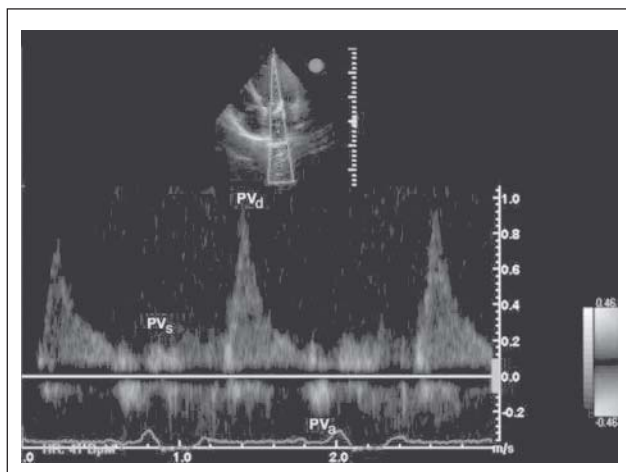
Apikaler Vierkammerblick – PW-Dopplerstudie: Lungenvenenfluß. PV_s = systolischer Lungenvenenfluß, PV_d = diastolischer Lungenvenenfluß, PV_a = retrograder Fluß zum Zeitpunkt der Vorhofkontraktion
